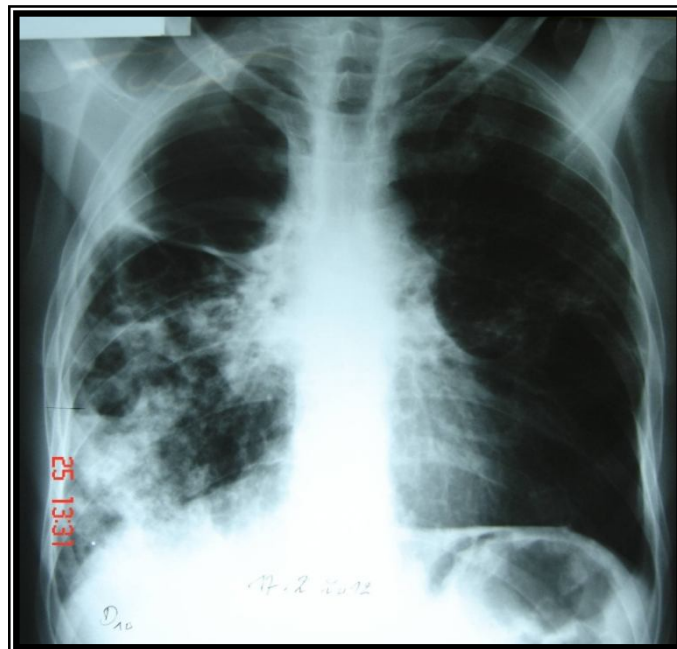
radiographie thoracique montrant des opacités excavées diffuses du poumon droit
